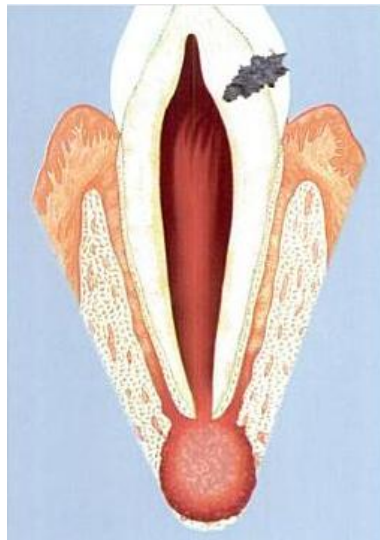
Canino con caries y consecuencia sobre tejidos pulpar y periapical
